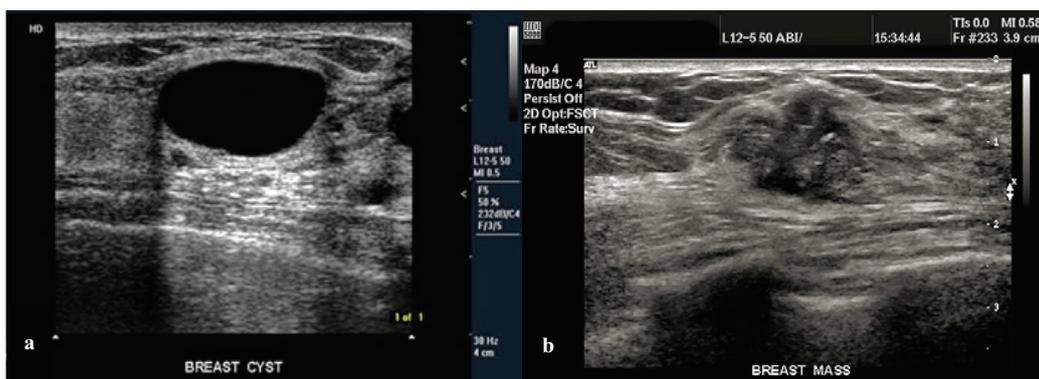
Imagens de uma ecografia mostrando a um quisto [46] e b uma massa sólida [47]
